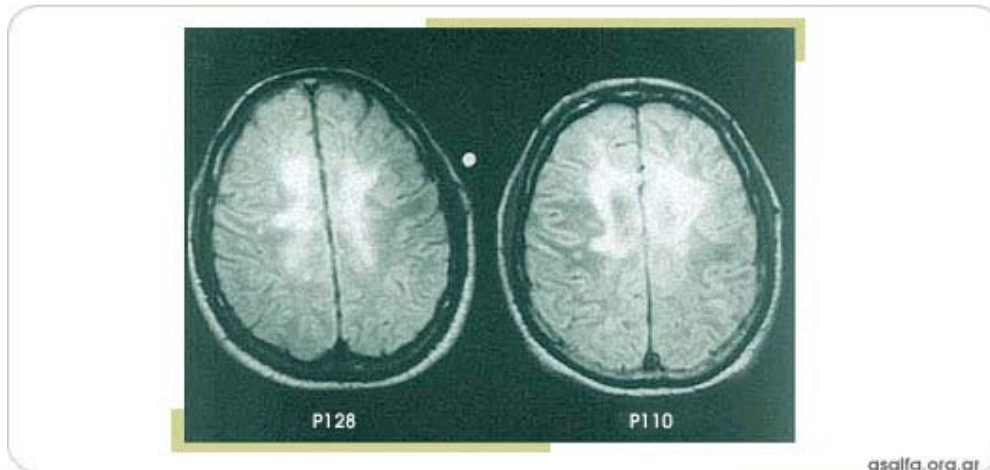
RM axial de pacientes ilustrando cambios en el patrón a lo largo de 3 años (izquierda, tiempo 1; derecha, tiempo2).
